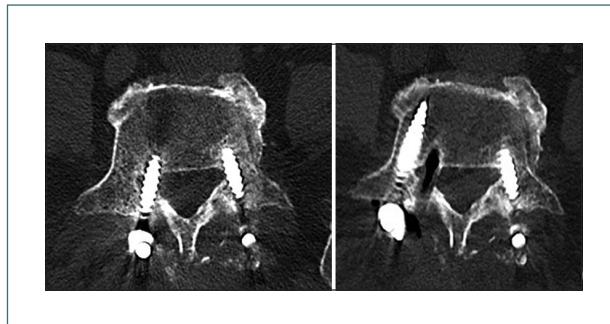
TC de columna vertebral de revisión de artrodesis (HSP) Izq.: tornillo L5D intracanal con contacto de raíz L5D. Dcha.: cirugía de reposicionamiento del tornillo.
